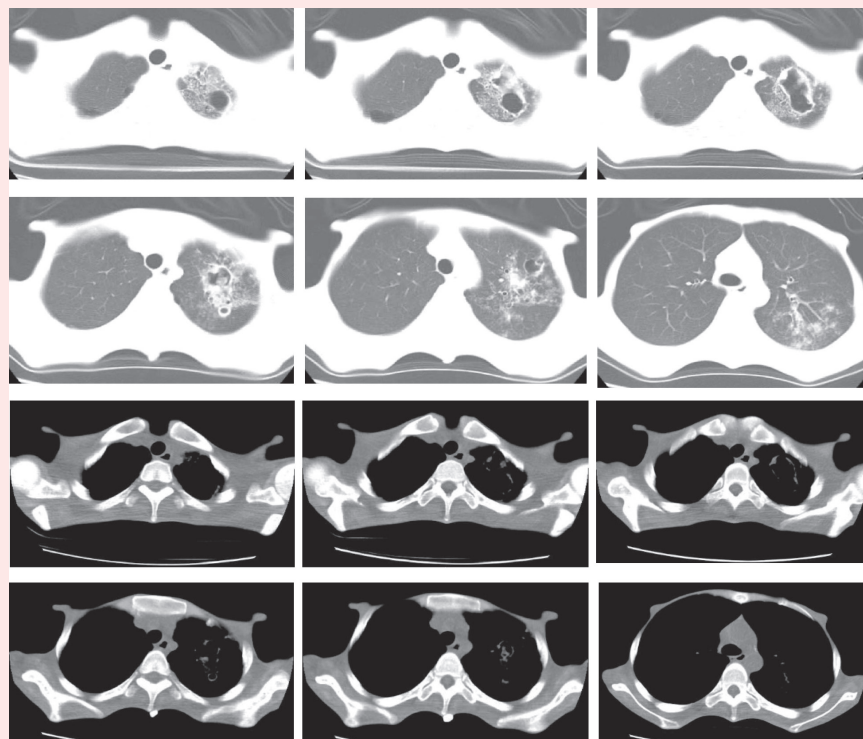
影像学资料——2021.3.14(外院)肺CT
